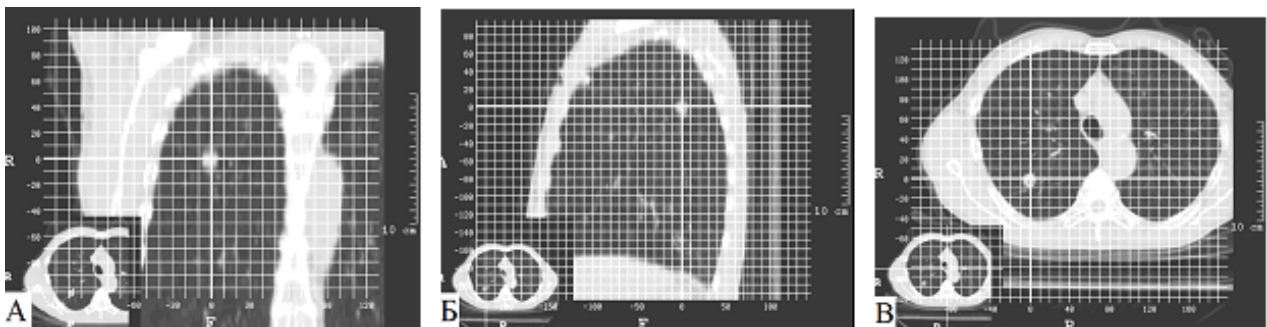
СКТ, мультипланарная реконструкция с геометрической топометрией у пациента с периферическим раком верхней доли правого легкого, небольших размеров. А - фронтальная проекция, Б - сагиттальная проекция, В - аксиальная проекция
